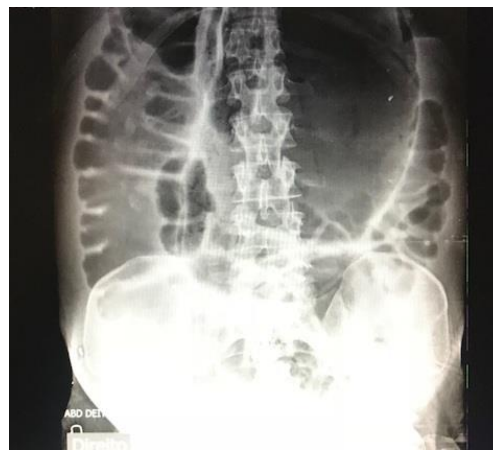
Radiografia de abdome evidenciando dilatação colônica difusa e suspeita de volvo de sigmoide
